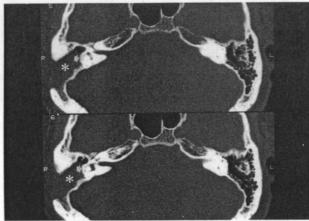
Axial CT scan at postoperation 3 months shows repaired fistula by organization of bone pate(arrow). Mastoid obliteration with inferior based flap(asterisk)
